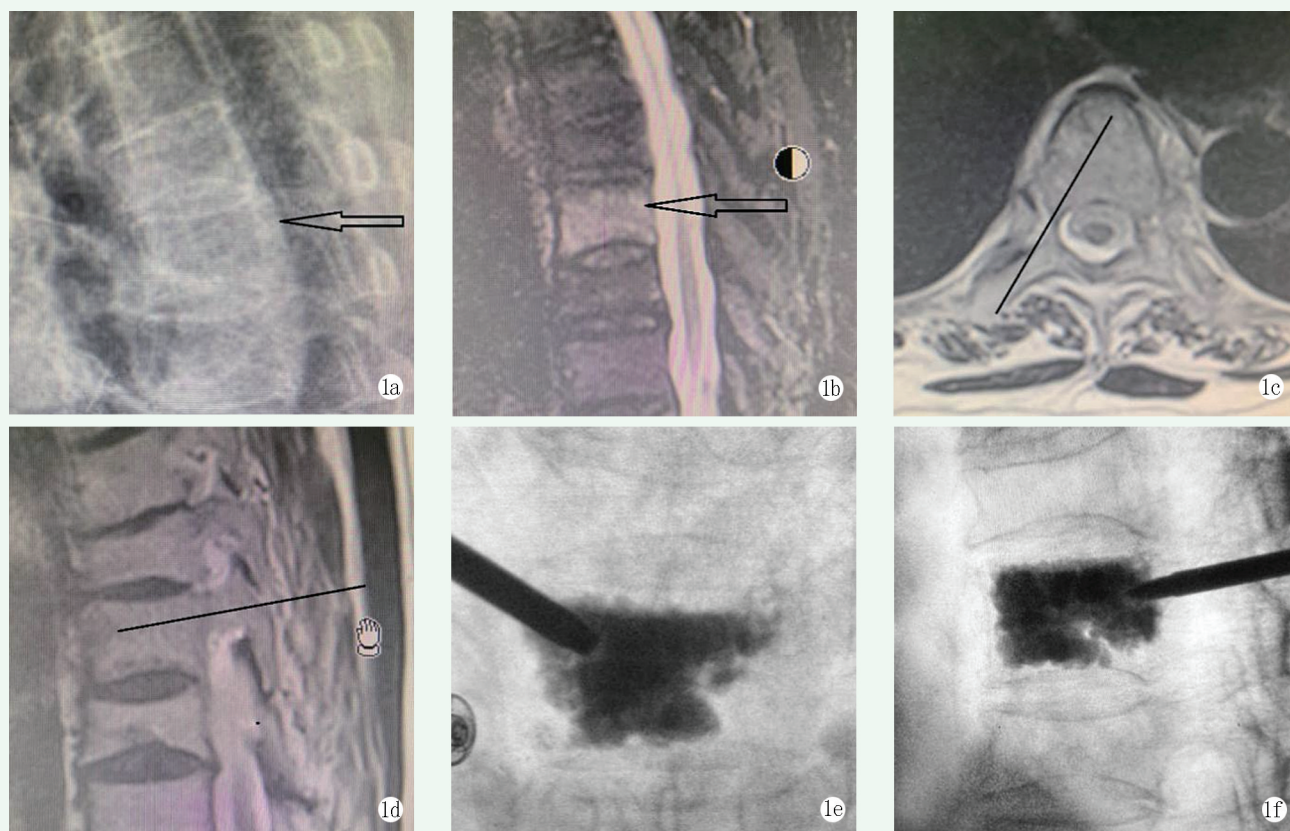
患者，女，70岁，T₁₁骨质疏松椎体骨折，行单侧经椎弓根外入路经皮后凸成形术。1a: X线片示T₁₀、T₁₂楔形变，T₁₁稍扁平；1b: MR压脂像T₁₁水肿高信号，而T₁₀和T₁₂信号正常，确定T₁₁为责任椎；1c: 术前在磁共振图像上提前规划外展及进针角度；1d: 侧位规划进针点及方向；1e: 术中正位像见骨水泥椎体两侧填充弥散良好；1f: 术中侧位像见骨水泥在椎体前后分布良好。
